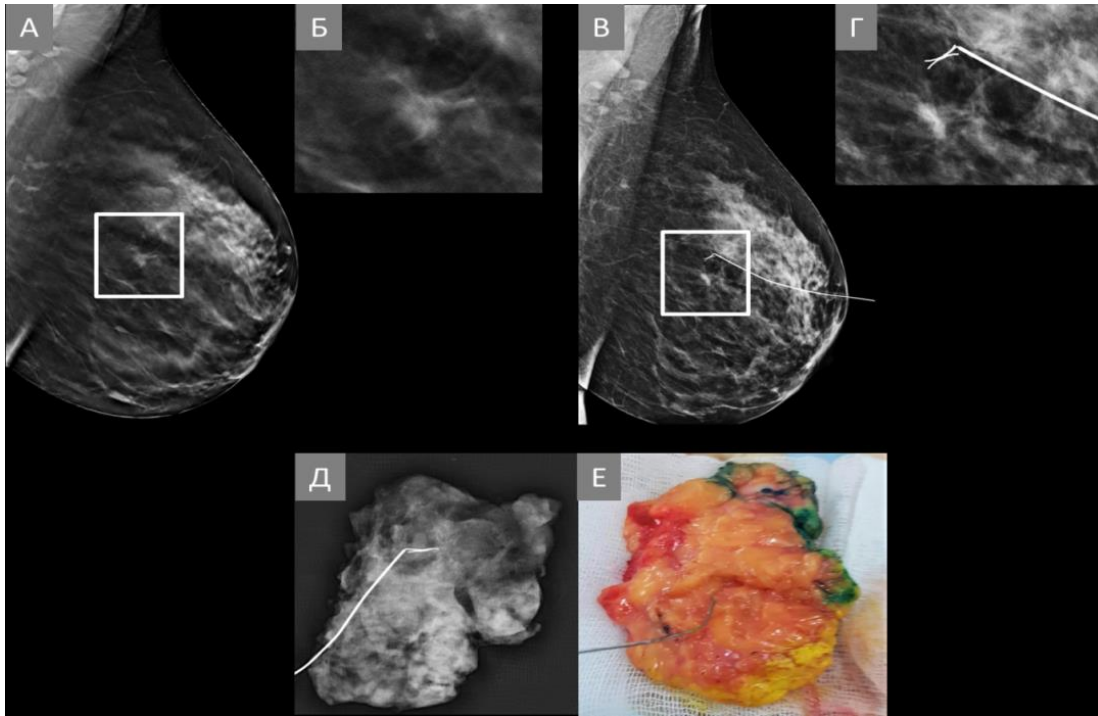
Пацієнтка Ч.Т. ID: 41261. Передопераційна розмітка дротовим провідником підозрілої деформації архітекtonіки лівої грудної залози з послідуною відкритою ексцизійною біопсією, рентген-контролем видаленого матеріалу та експрес-гістологічним дослідженням. (А) Показовий томосинтезований скан у лівій косій медіолатеральній проекції (LMLO), на якому визначається ділянка підозрілої деформації архітекtonіки (білий прямокутник). (Б) Збільшене томомисинтезоване зображення підозрілої деформації архітекtonіки. (В) Стандартна цифрова рентгенівська мамографія в лівій косій медіолатеральній проекції лівої грудної залози (LMLO), на якій визначається ділянка підозрілої деформації архітекtonіки, розмічена рентген-контрастним дротовим провідником (білий прямокутник). (Г) Збільшене зображення деформації архітекtonіки, що розмічена рентген-контрастним дротовим провідником. (Д) Рентгенологічне зображення видаленого матеріалу
